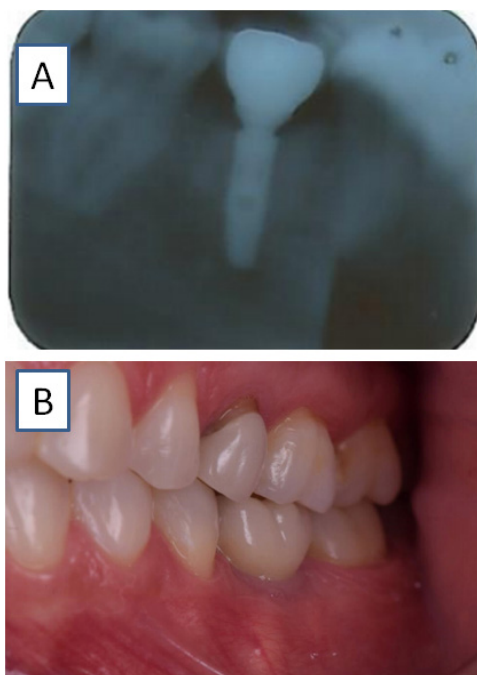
A) Radiografia final; B) prótese definitiva instalada
